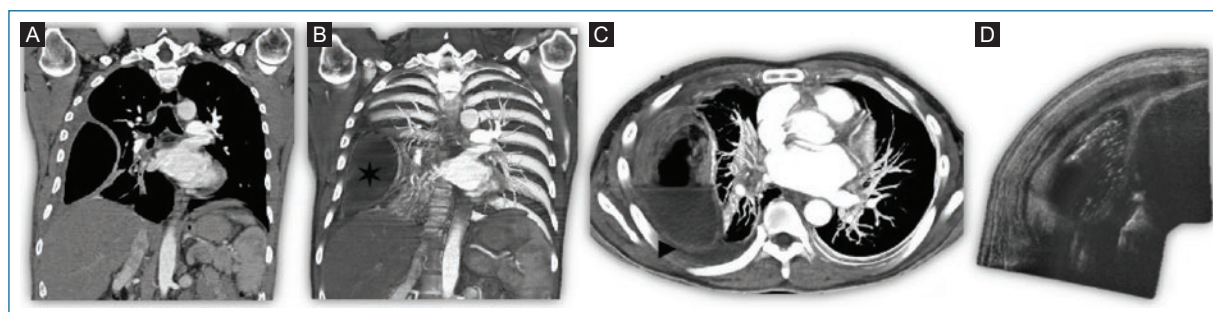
En tomografía computarizada en plano coronal A: y máxima intensidad de proyección B: el empiema de forma lenticular, convexo hacia el parénquima (*) comprime extrínsecamente el parénquima pulmonar adyacente. C: máxima intensidad de proyección axial donde se observa signo de la pleura dividida (►) con realce pleural y edema del tejido graso extrapleuraral. D: plano extendido donde se observa el empiema lenticular con imágenes ecogénicas puntiformes en su interior.
